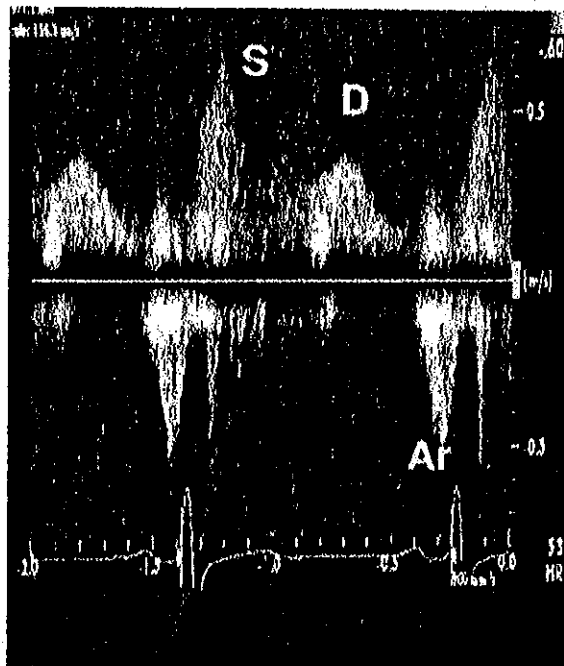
Phổ Doppler dòng máu tĩnh mạch phổi
